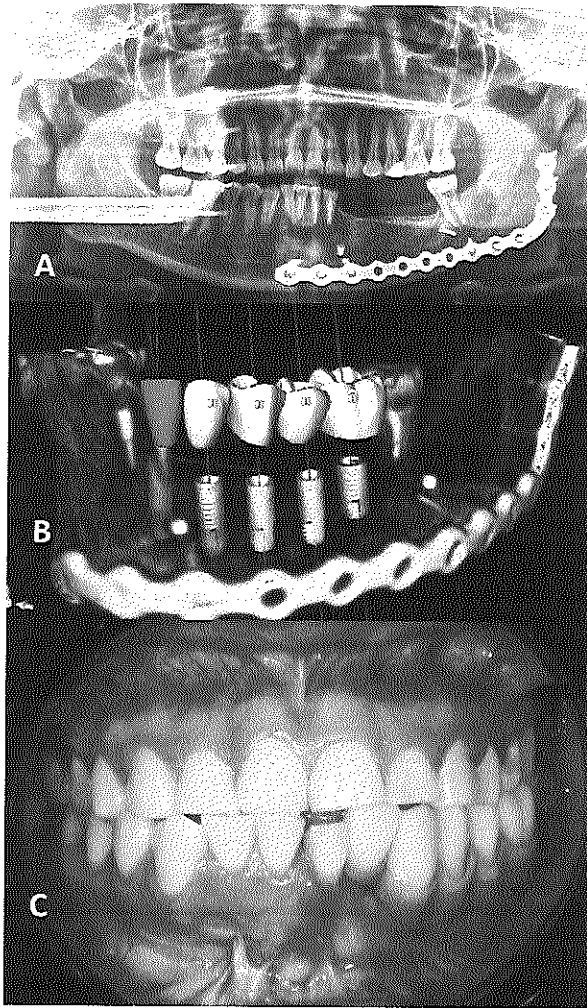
A: ortopantomografía de control posterior a colocación de injerto liofilizado y malla de titanio. B: planeación tridimensional para colocación de implantes. C: sobredentadura implantosoportada.
